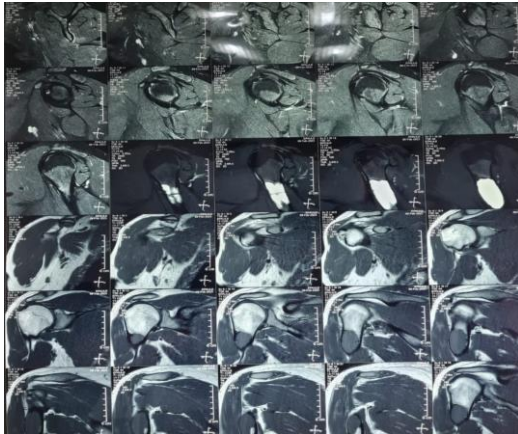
IRM de l'épaule droite
